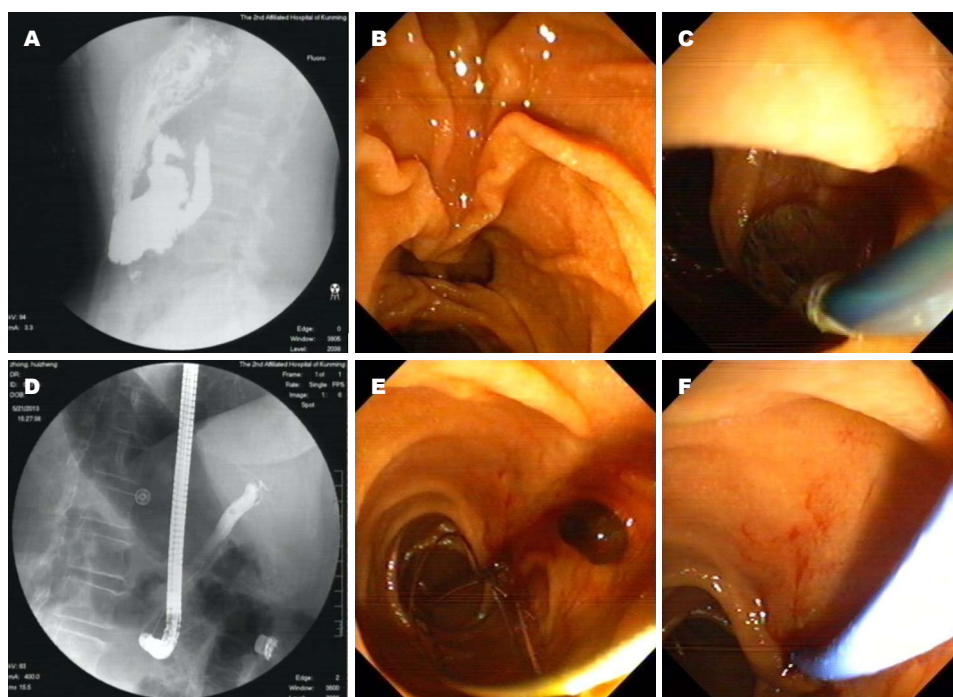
毕Ⅱ式胃吻合术后组图. A: 钡餐示毕Ⅱ式胃吻合术; B: 毕Ⅱ式胃吻合术后乳头; C: 毕Ⅱ式胃吻合术后乳头球囊扩张; D: 毕Ⅱ式胃吻合术后X线下取石; E: 毕Ⅱ式胃吻合术后取出结石; F: 毕Ⅱ式胃吻合术后留置鼻胆管.
